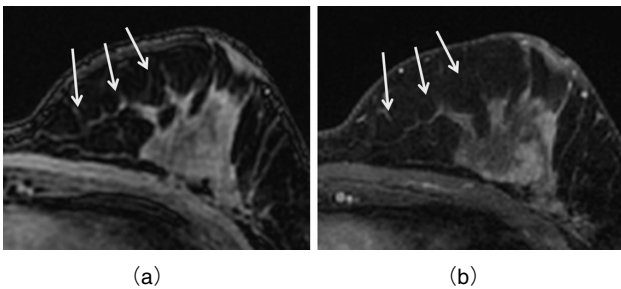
One case of breast MRI acquired with VIBRANT-Flex and VIBRANT. The fat suppression quality of the axial VIBRANT-Flex image (a) was rated as superior to the VIBRANT image (b). Fiber structure and vessels in the VIBRANT-Flex image appears clearly than in the VIBRANT image.
